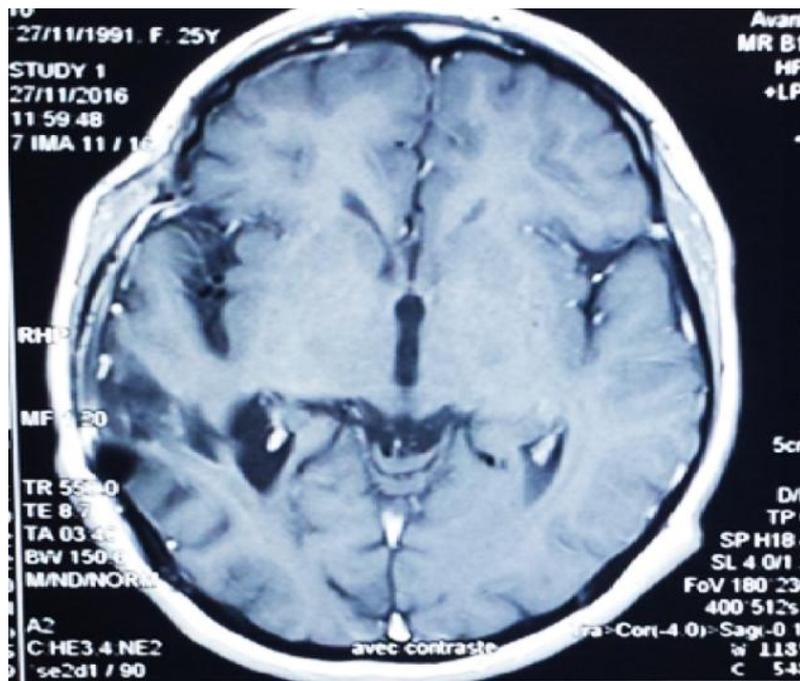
Image IRM coupe axiale postopératoire du même patient.
